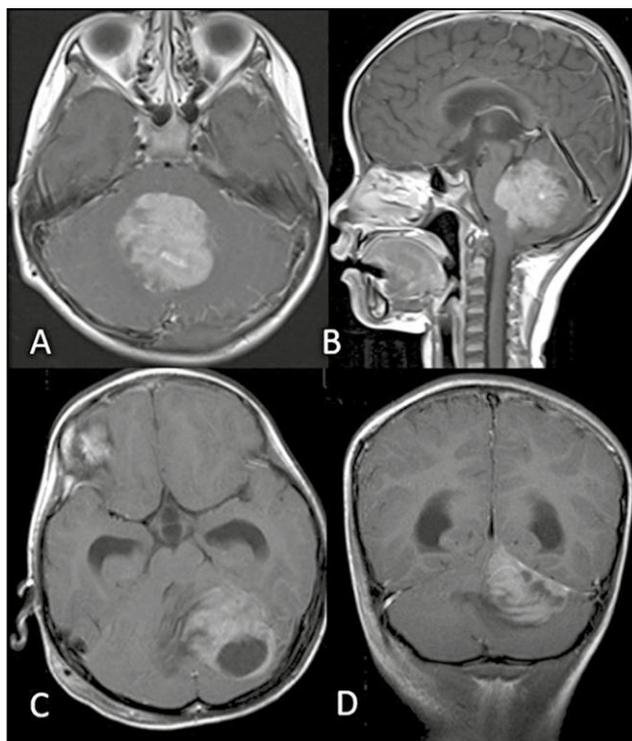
Visualizzazione di un medulloblastoma tramite tomografia computerizzata in varie proiezioni
